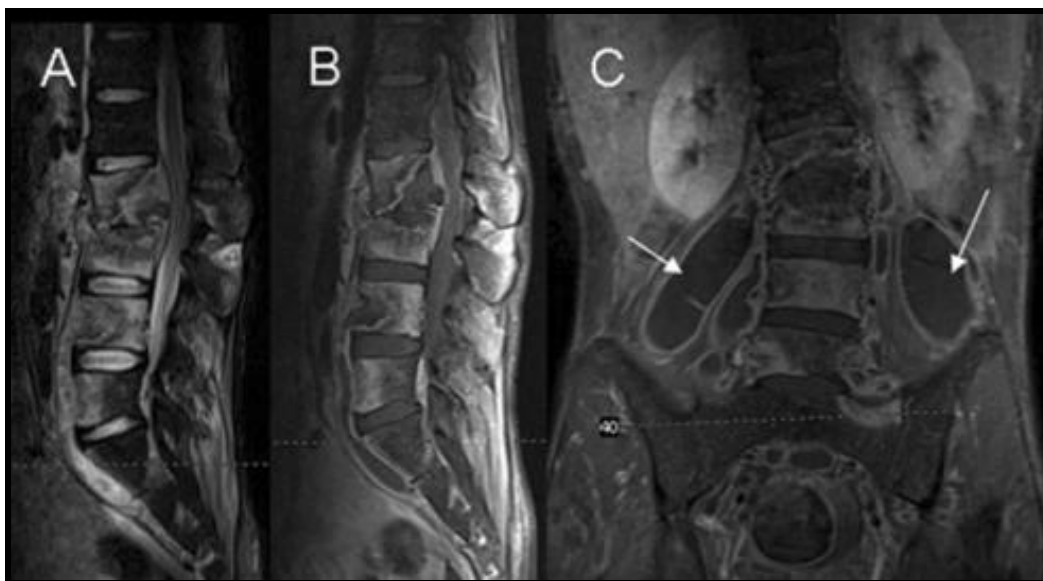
Resonancia magnética en paciente con tuberculosis vertebral.
